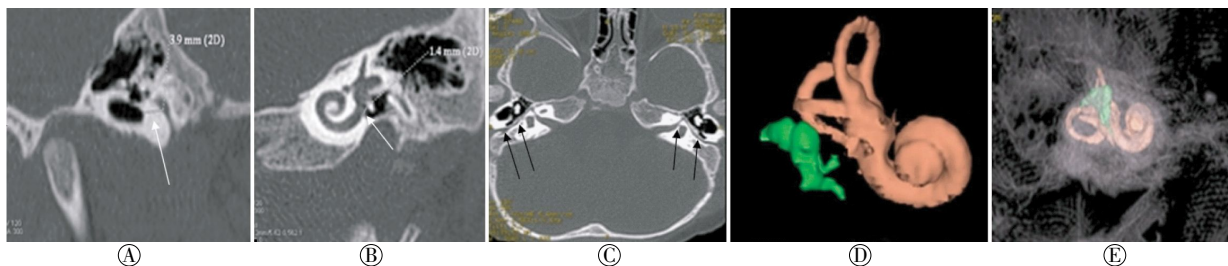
内耳正常者的多层螺旋 CT 内耳重建图像。男性，8 个月。A：多平面重建图，示面神经垂直段同外耳道后壁距离为 39 mm（箭头所示）；B：多平面重建图，双斜径示圆窗位置、大小（圆窗直径为 14 mm，箭头所示）、圆窗龛、耳蜗、半规管等结构；C：面神经曲面重建图，完整显示面神经走行及其同外耳道后壁等毗邻结构（箭头所示）；D：双阈值重建+容积再现融合重建图，多角度显示听小骨、耳蜗、半规管形态及空间结构关系；E：双阈值重建+颞骨透明成像+容积再现融合重建图，多角度显示听小骨、耳蜗、半规管和颞骨的形态及空间结构关系。
